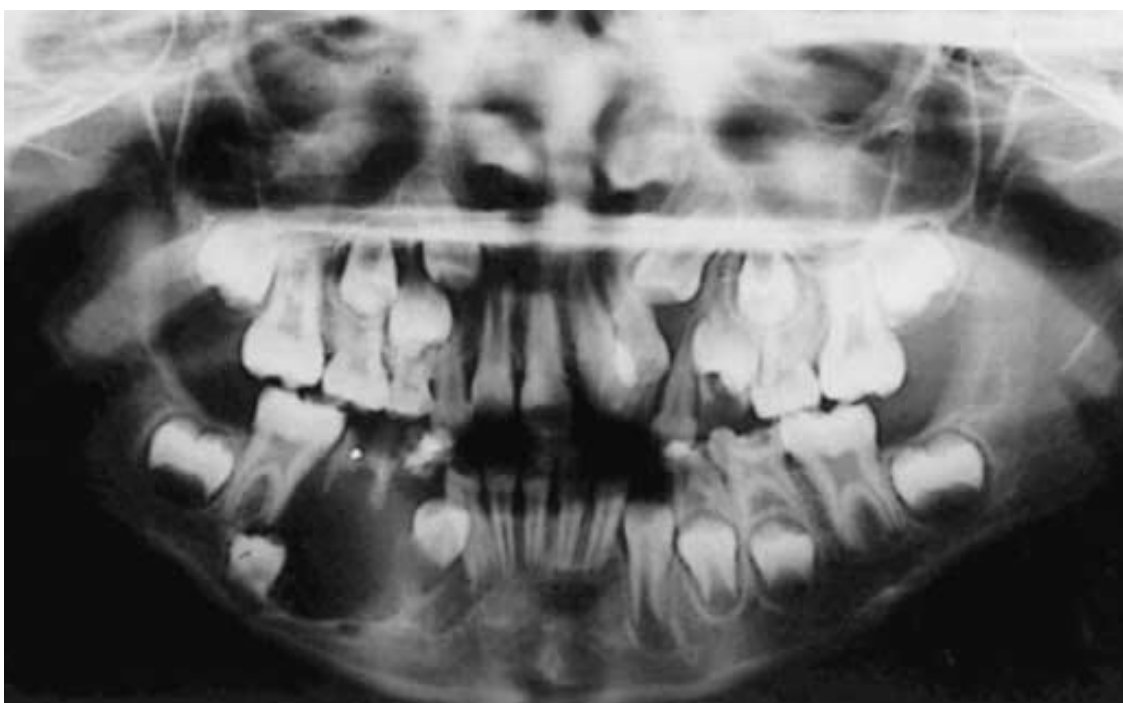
Radiografía panorámica que revela caries en dientes deciduos y una lesión radiolúcida debajo con desplazamientos dentarios.
